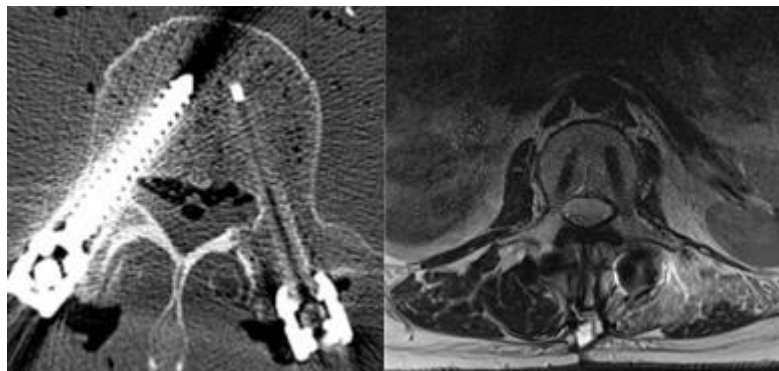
Vergleich der Artefaktbildung zweier Pedikelschrauben im CT. Links Titan-Legierung, rechts Carbon/PEEK. Rechts MRT-Darstellung von Carbon/PEEK-Pedikelschrauben. Lediglich Artefaktbildung im Bereich der metallischen Tulpen. Quelle: © icotec ag.
